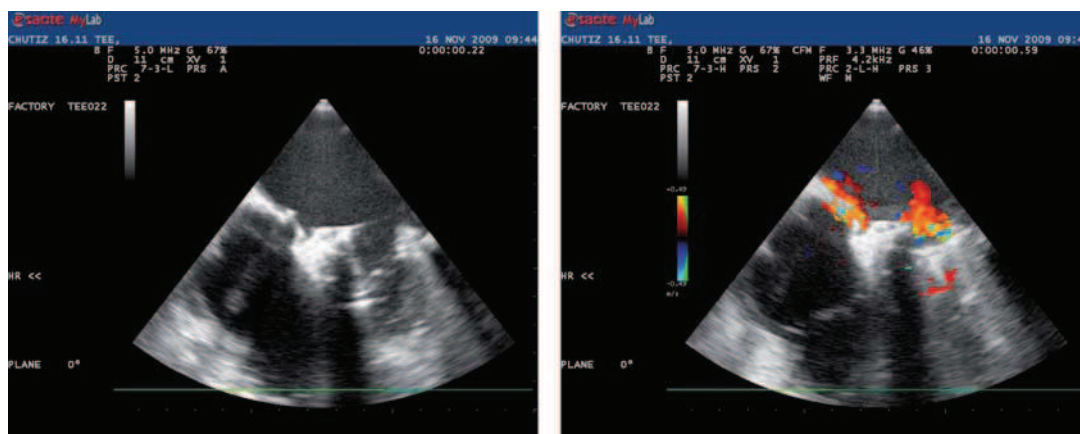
ЧП-эхокардиограммы пациента X. после закрытия фистулы митрального клапана
